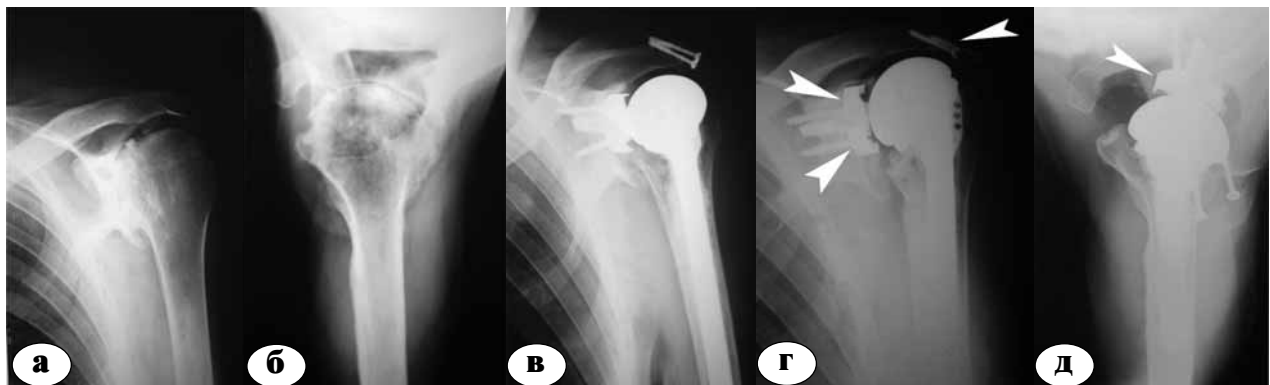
Клинический пример (продолжение). Рентгенограммы больного О., 73 лет: а, б – до операции; в – через 2 месяца после ТЭП; г, д – через 73,7 месяцев после ТЭП: определяется линия остеолиза под металлической основой лопаточного компонента, но миграции имплантата нет; выявлена резорбция костной ткани вокруг винтов в акромиальном отростке и их миграция (указано стрелками)
